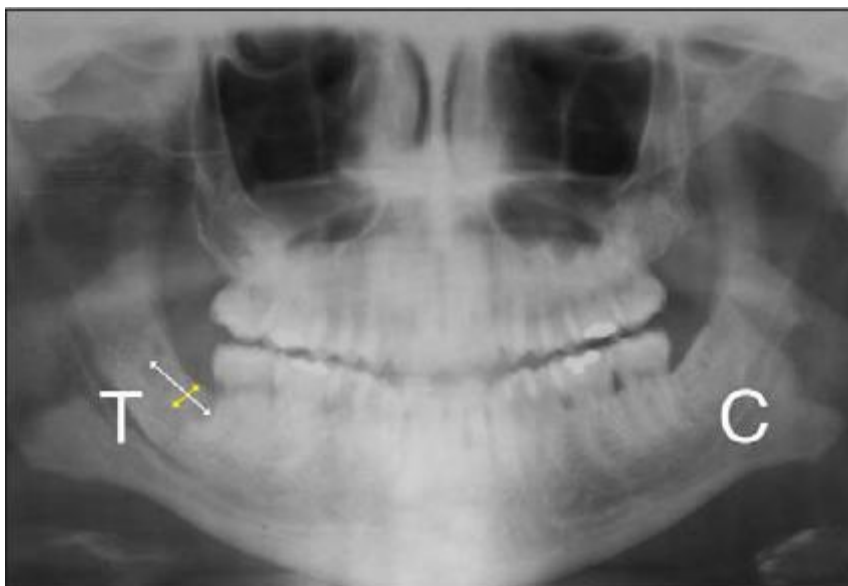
Radiografia de controle, um ano após intervenção. Evidência da regeneração de osso. A seta amarela indica o aumento de osso vertical ganho com a regeneração. Adaptado de Aquino et al., 2009.
